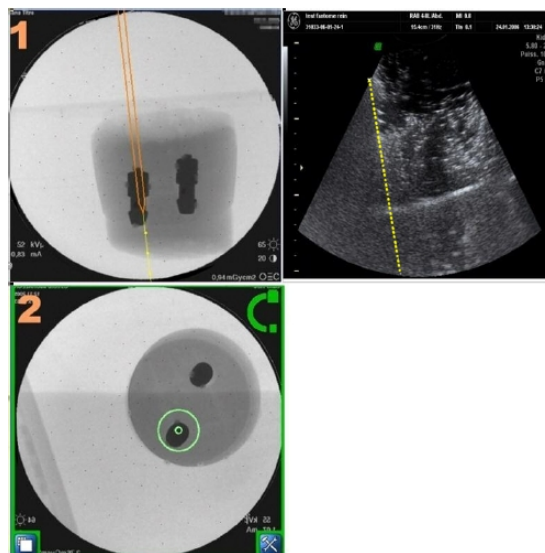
Images de contrôle de la ponction du fantôme. A droite : Image échographique. A gauche Image fluoroscopique (en haut : cliché de profil - en bas : cliché de face). La ligne jaune sur l'image échographique représente le trajet de ponction. Elle est visualisée en jaune et en orange sur l'image de fluoroscopie de profil. Sur le cliché de fluoroscopie de face, les deux cercles verts montre que l'aiguille est perpendiculaire à l'image.
